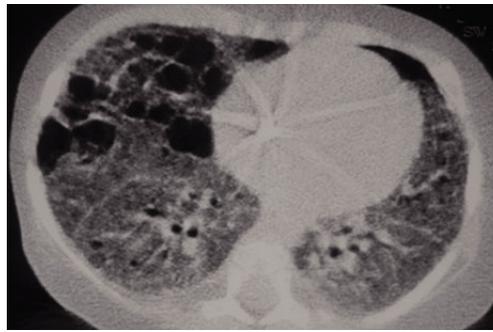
TC pulmonar de alta resolución en un caso de déficit de proteína C del surfactante: patrón difuso en vidrio deslustrado y quistes aéreos.
